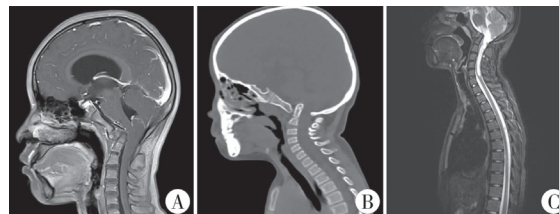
A:矢状位MRI检查示脑积水;B:矢状位CT检查示颅底凹陷伴寰枕融合;C:矢状位MRI检查示脊髓严重受压、脊髓空洞
